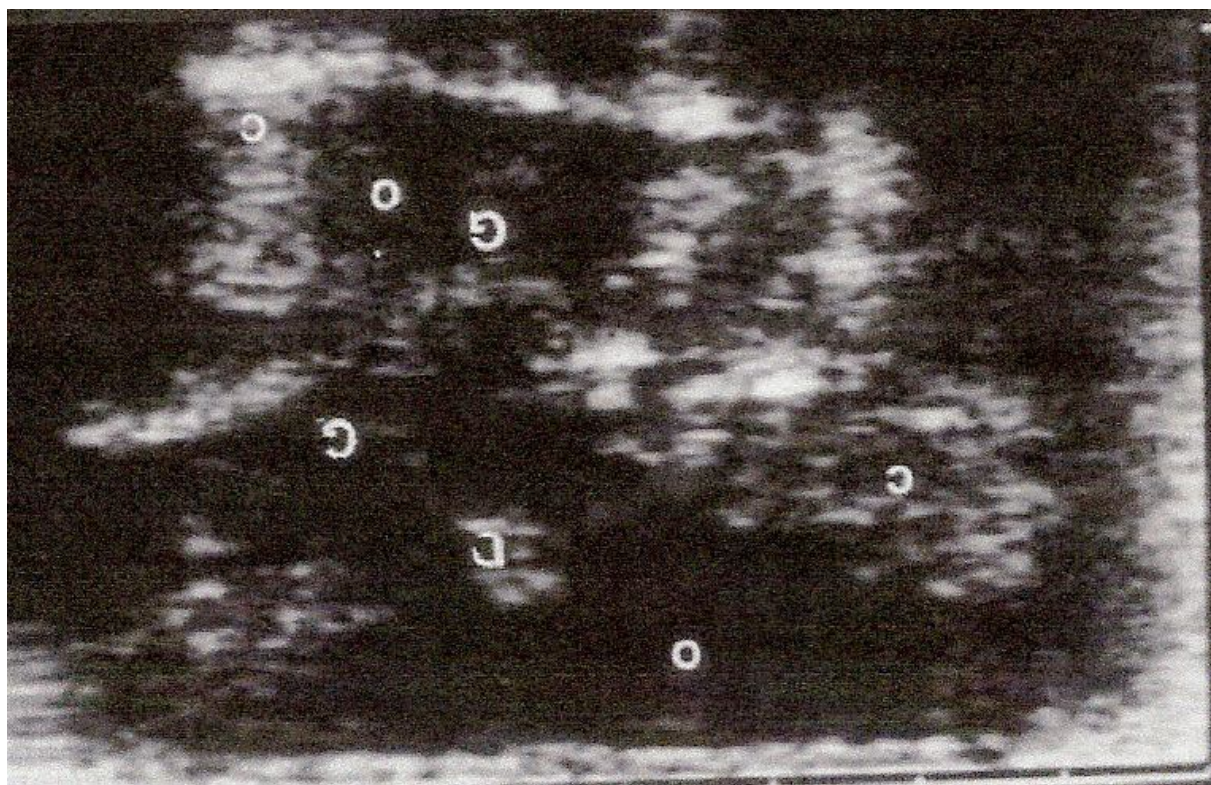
Examen échographique montrant de multiples cavités aux parois épaisses[29]
